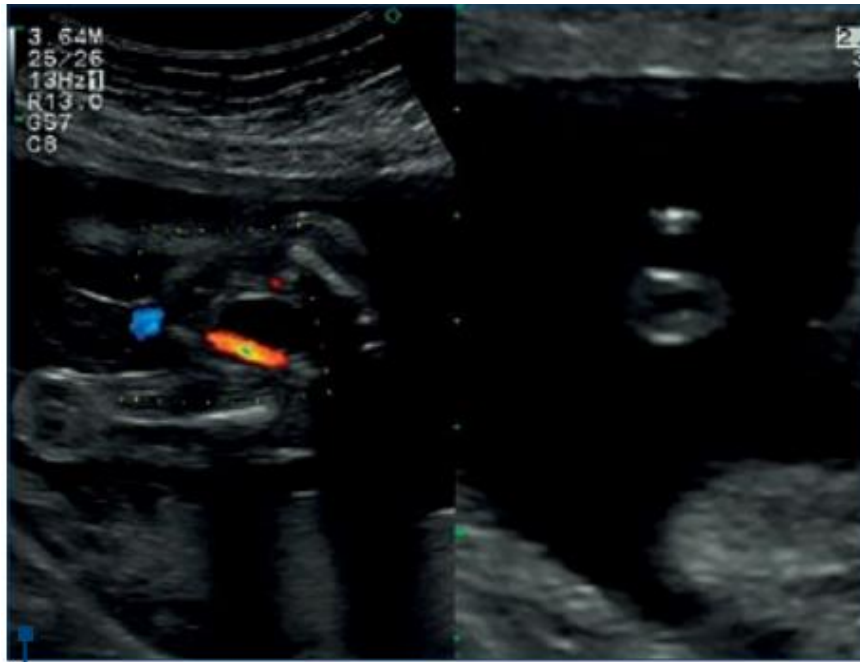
SUA identified by color Doppler examination, transverse scan of urinary bladder that shows SUA (in the left), transverse section of umbilical cord showing two vessels: one artery and one vein (in the right)
